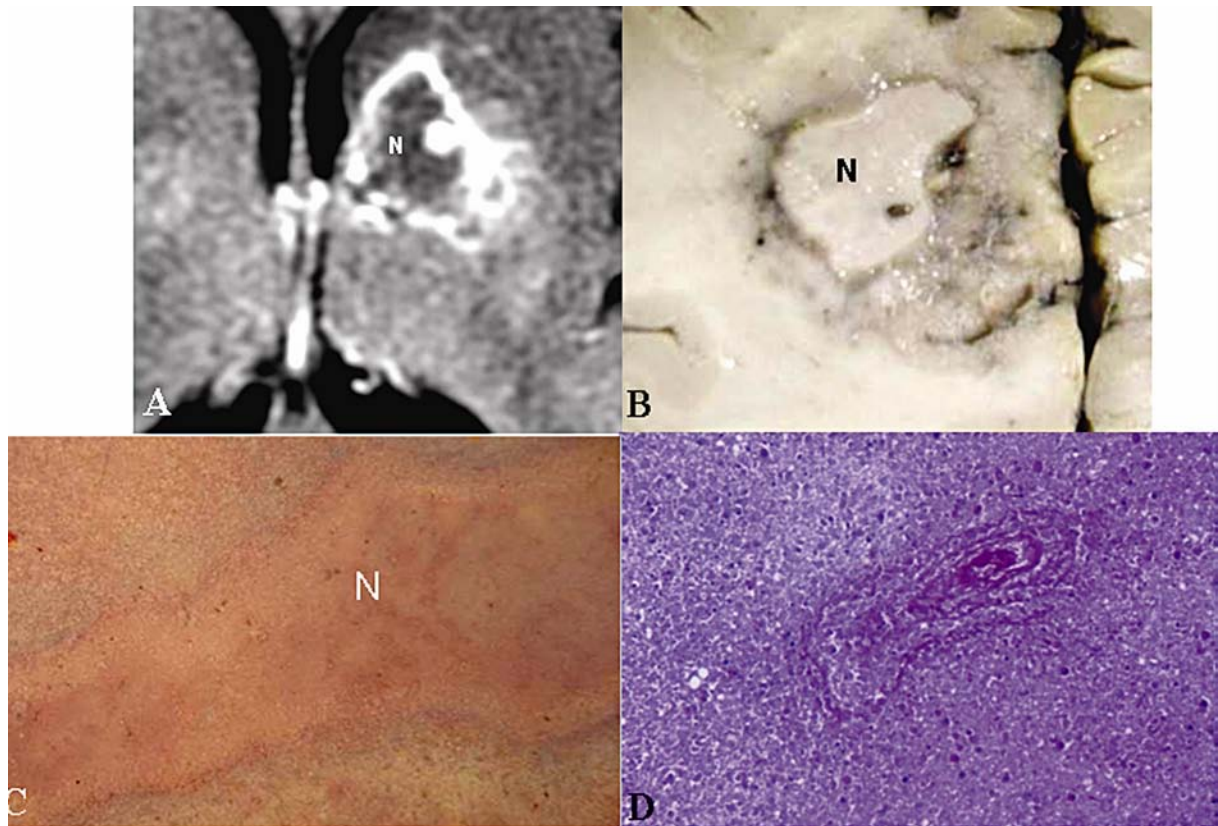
C e D. Zona Central (necrose). A) Imagem de RM ponderada em T1 após o contraste Venoso; B) Corte macroscópico; C) Estereofotografia em corte histológico, tricrômico de Masson e D) Corte histológico em área de necrose coagulativa do parênquima e vaso sanguíneo, (HE 25x).
